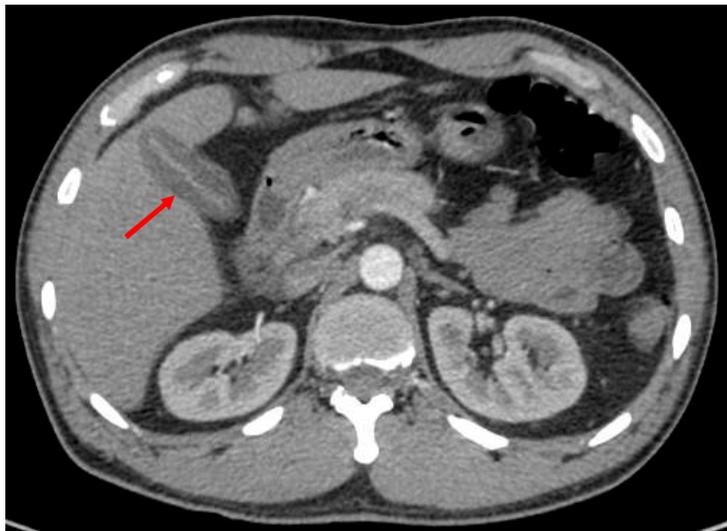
Tomografía contrastada de abdomen, corte axial. Se observa vesícula colapsada con marcado engrosamiento de sus paredes.
